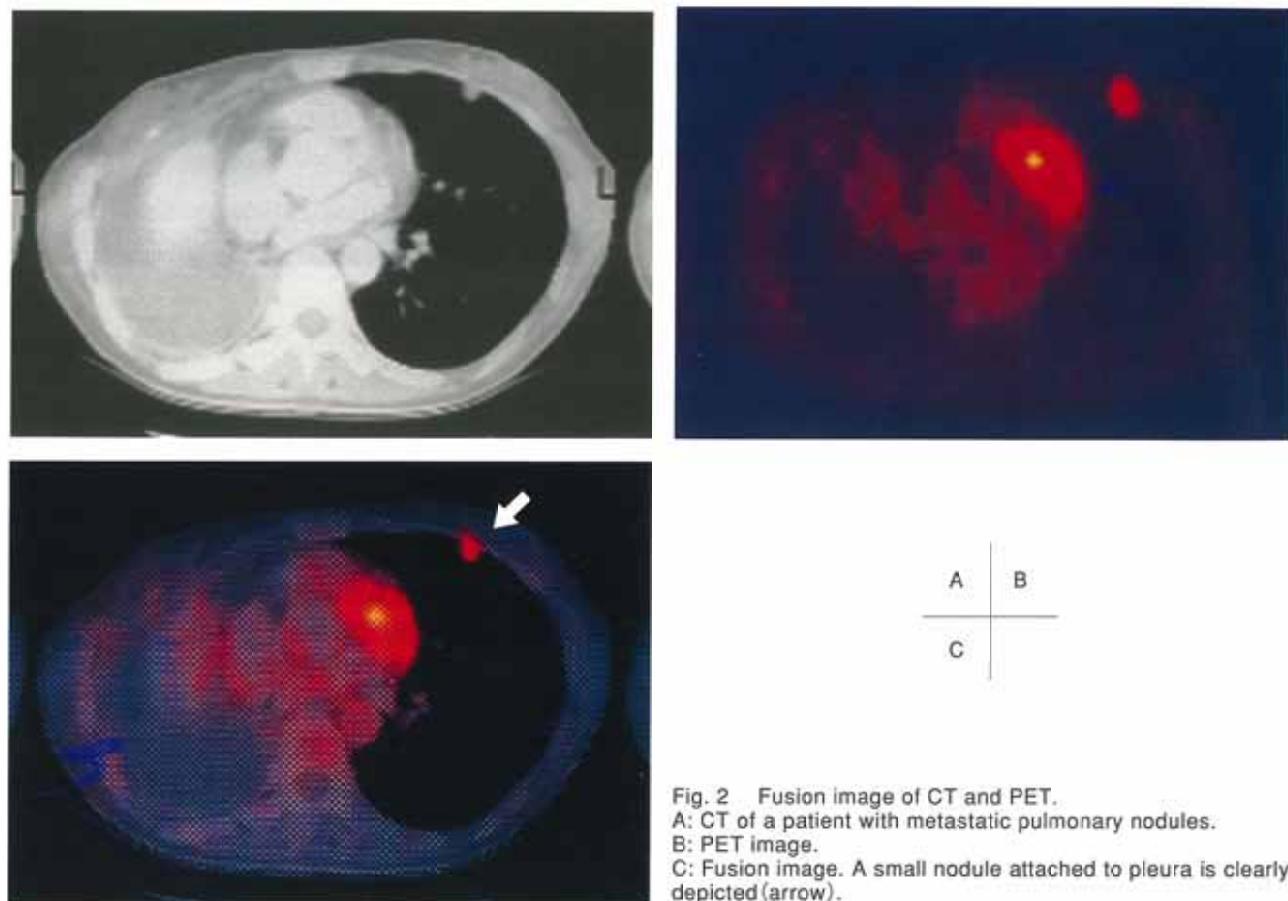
Fusion image of CT and PET.
